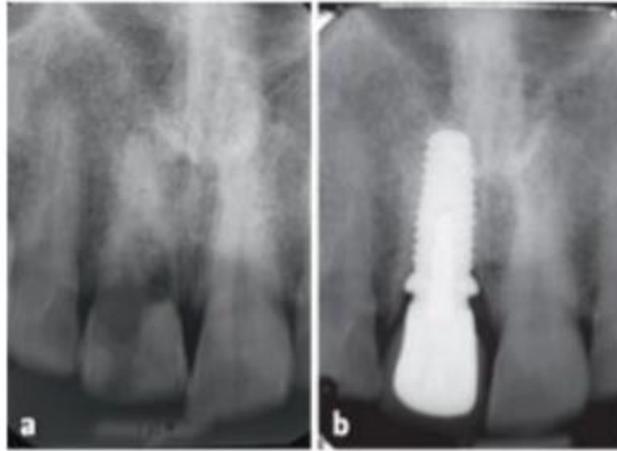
Radiographies d'un implant posé au contact de résidu radulaire d'une dent ankylosée associée à une résorption interne. A gauche : Radiographie préopératoire, à droite : Radiographie de contrôle à 27 mois (fragment radulaire visible sur la face distale de l'implant). Tirée de l'article de Davarpanah et coll. (66).
